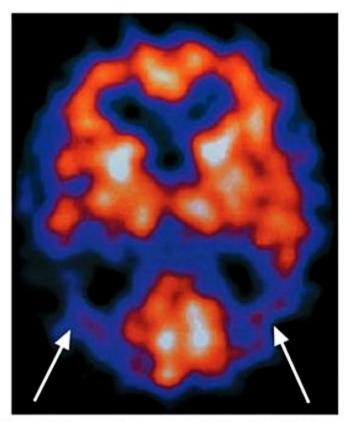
Tomografia por emissão de fóton único (SPECT) mostrando hipoperfusão temporoparietal posterior bilateral (setas) em caso de doença de Alzheimer (provável).
